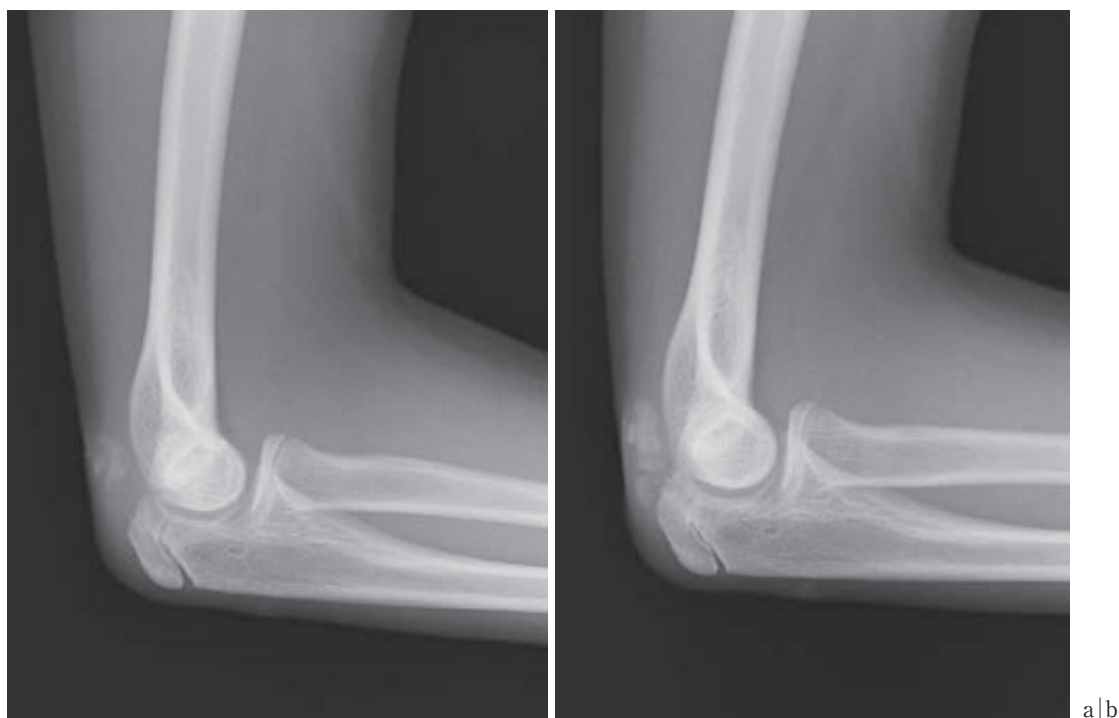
a：術後1年単純X線像. 肘頭部の石灰化陰影が徐々に濃くなっている.
